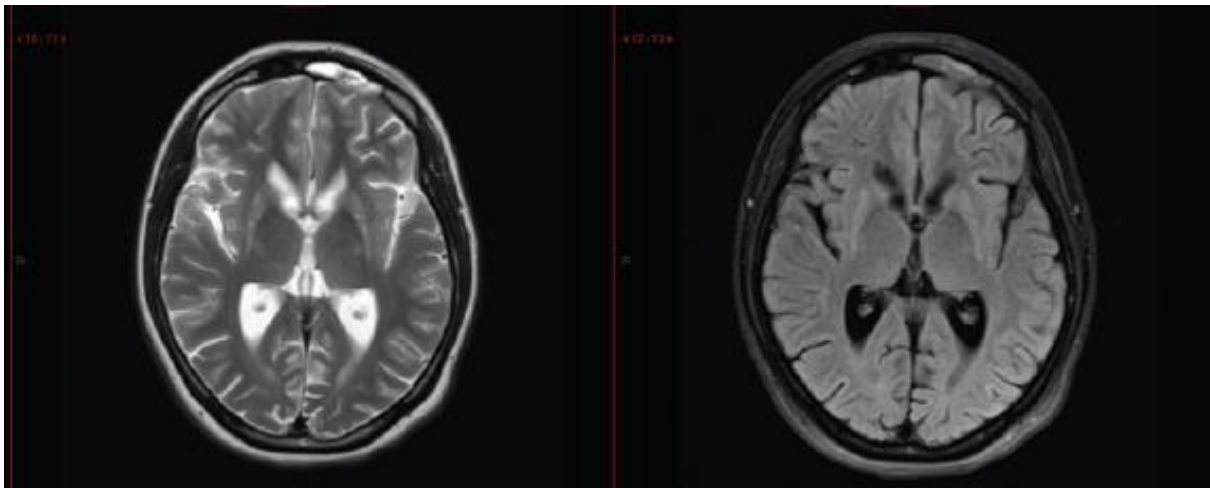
Se observan cortes axiales de Resonancia de encéfalo simple, (a) A la izquierda - T2, a la derecha FLAIR: disminución apreciable del volumen de núcleo lenticular y de la cabeza del caudado (Meza y Garcia 2015).
